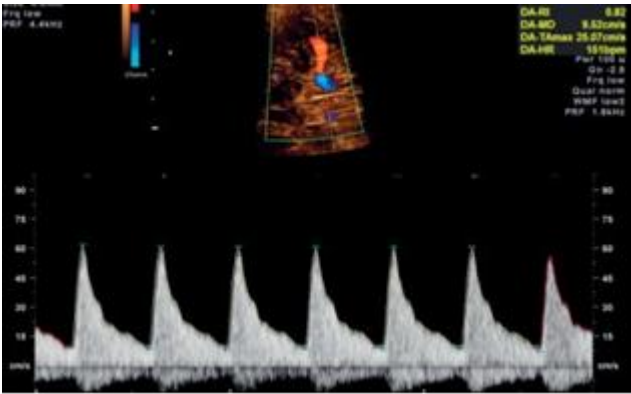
l'analisi spettrale Doppler dell'onda velocimetrica della MCA accettabile: angolo di insonazione vicino ai 0°.
